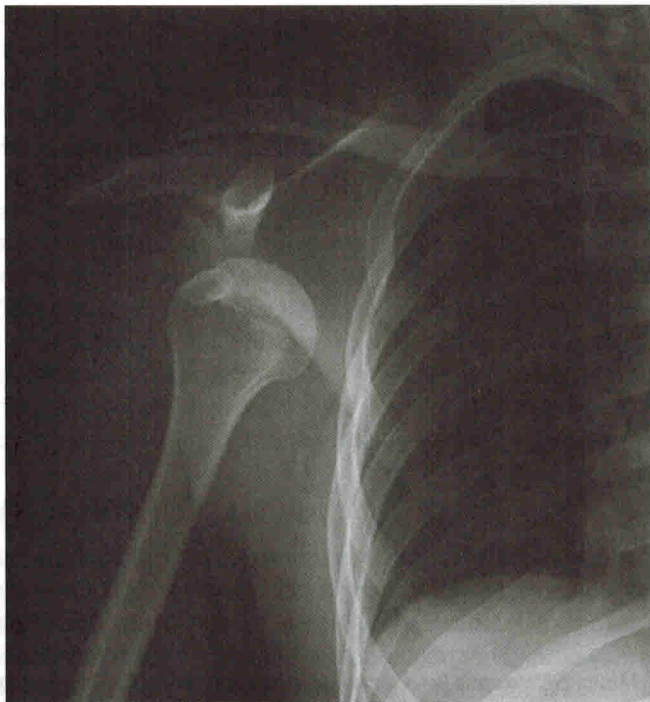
Передний вывих плеча на рентгенограмме
